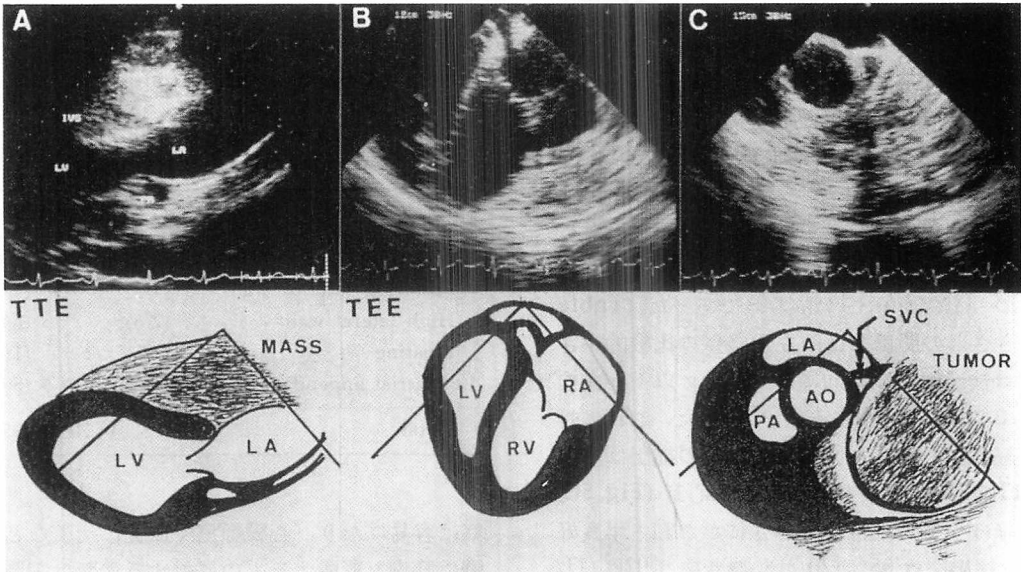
Transthoracic and transesophageal echocardiograms of right atrial tumor (invasive thymoma) (Case 8).
